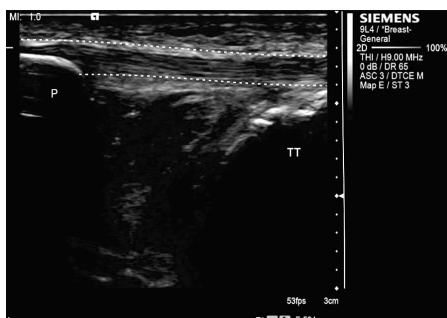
正常髌韧带的二维超声图像(P:髌骨;TT:胫骨粗隆)
